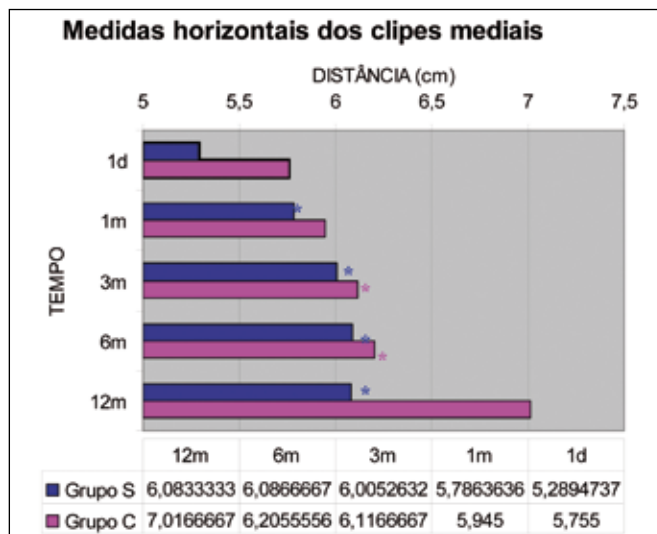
Evolução temporal da distância horizontal dos cliques mediais. Grupo C: grupo de estudo; Grupo S: grupo controle; 1d, 1m, 3m, 6m e 12m: radiografias do 1º dia, 1º mês, 3º mês, 6º mês e 12º mês pós-operatório, respectivamente; *: valores com $p < 0,05$ em relação a 1d.
